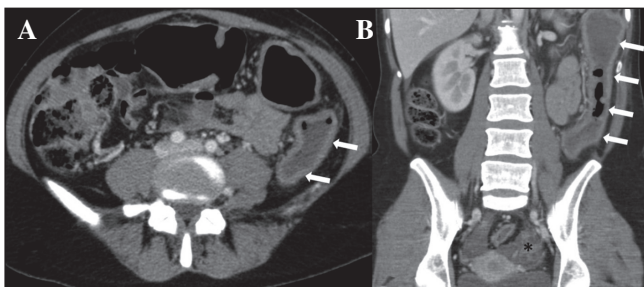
Corte transversal (A) y reconstrucción coronal (B) de la TC de la paciente en los que se observa engrosamiento liso y concéntrico de la pared del colon descendente (flechas blancas) y mínima cantidad de líquido libre en pelvis (asterisco).
